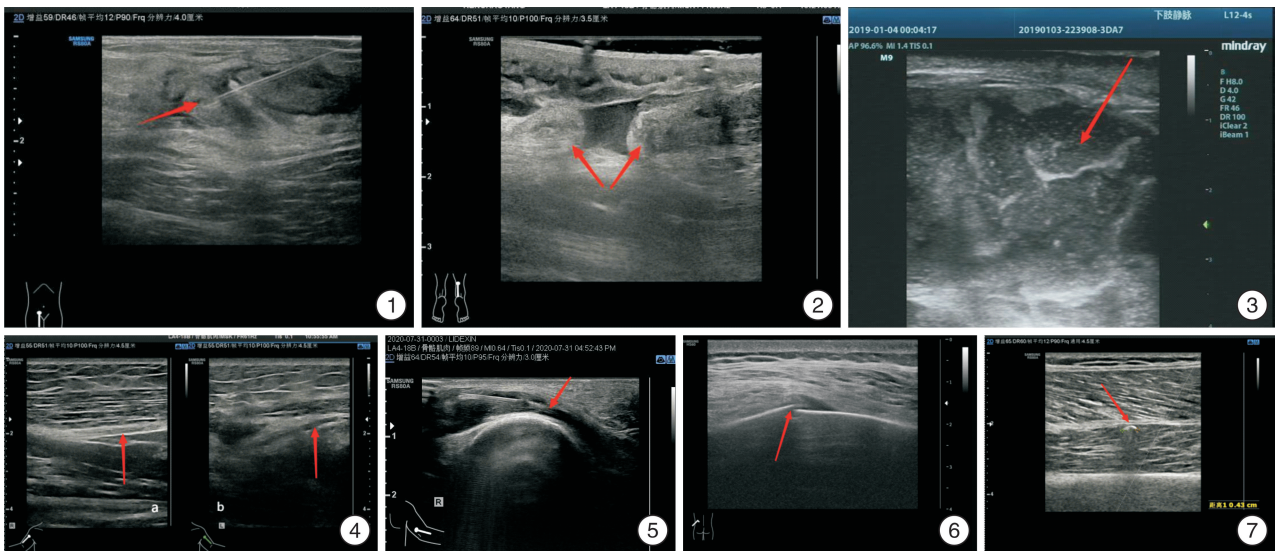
MSK US引导下右侧腹股沟区肿块下穿刺 抽出棕黄色液体约5 mL,细菌培养结果为金黄色葡萄球菌感染(红色箭头所指处为穿刺针抽吸位置); 图2 MSK US显示右侧跟腱完全断裂 断端之间可见无回声血肿,断端增厚、回缩,形成瘤样结节回声(红色箭头标记处为跟腱断端); 图3 骨筋膜室综合征 右侧小腿腓窝下方皮下层与肌肉之间可见一混合回声包块(范围约154 mm×68 mm×122 mm),形态欠规则,边界欠清,内以无回声为主,混杂光点及低回声、高回声,该处肌层显示不清、皮下软组织层明显水肿增厚(红色箭头标记处为混合回声包块); 图4 左侧桡神经创伤性损伤 左侧上臂肱骨中段处可见桡神经回声减低,结构模糊,长轴切面内径较对侧变窄,左图为右侧正常桡神经长轴切面,右图为左侧损伤桡神经长轴切面(红色箭头标记处为桡神经); 图5 MSK US引导下尺神经松解 对右侧受压的尺神经进行液压松解(红色箭头标记处为针尖位置); 图6 X线阴性骨折MSK US声像 1例肋骨骨折患者,X线显示阴性,MSK US可见患者疼痛处的肋骨高回声骨质线中断,周边软组织肿胀,呈低回声(红色箭头标记处为肋骨骨折处); 图7 异物识别 1例鸟枪中伤腿部的患者,MSK US检查显示左股肌层的异物——左股肌层内见圆弧形强回声(红色箭头标记处为残留子弹)。
